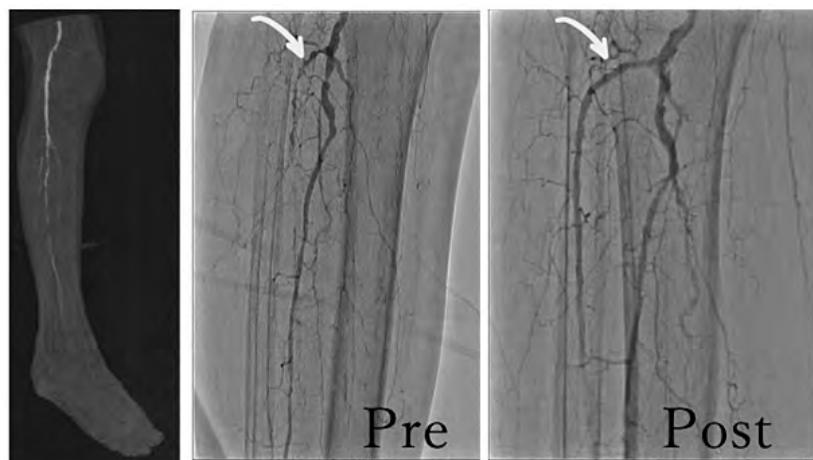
右下肢所見（造影CT、EVT前後の前脛骨動脈（矢印部分）比較）
